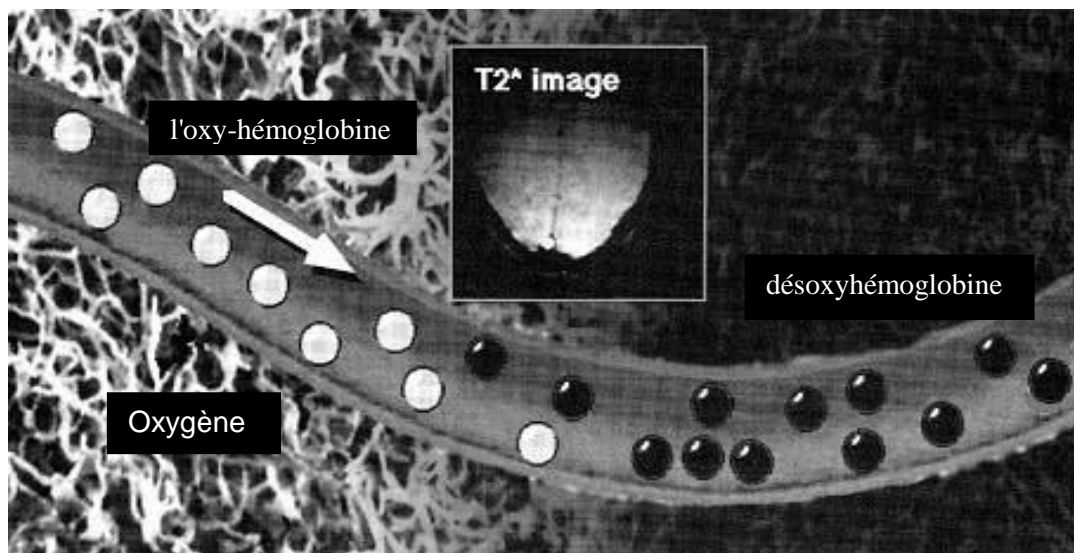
Faible activité neuronale, Débit sanguin cérébral normal, signal IRM faible. [21]
